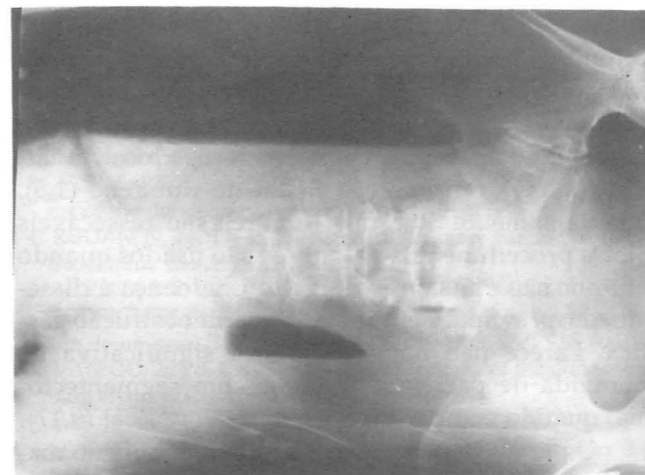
Radiografia de abdome agudo simples mostrando importante distensão gástrica, sem distensão de intestino delgado ou cólons.
